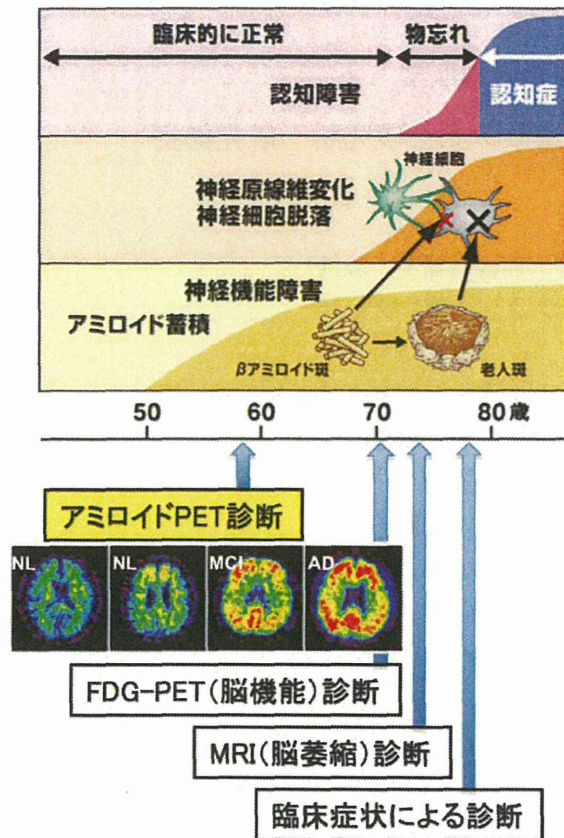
アミロイドPETはADの最早期の病態を追跡することのできるサロゲートマーカーである
